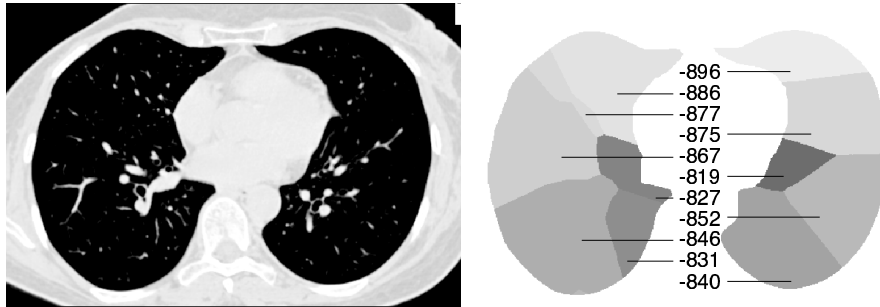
Links: CT-Schicht. Rechts: Parameterdarstellung der mittleren Lungendichte je Segment, Wert in HU.
